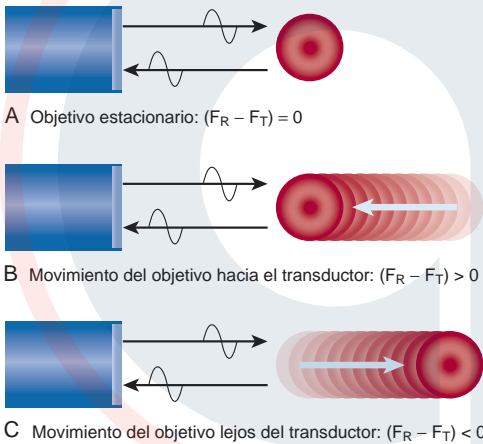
Efecto Doppler. A) Objetivo estacionario. Si la interfaz reflectante es estacionaria, el ultrasonido retrodispersado tiene la misma frecuencia o longitud de onda que el sonido transmitido, y no hay diferencia en la frecuencia transmitida (F_T) y la frecuencia reflejada (F_R). B y C) Objetivos en movimiento. Si la interfaz reflectante se mueve respecto al haz de sonido emitido desde el transductor, hay un cambio en la frecuencia del sonido retrodispersado por el objeto en movimiento. Cuando la interfaz se mueve hacia el transductor (B), la diferencia en las frecuencias reflejada y transmitida es mayor que cero. Cuando el objetivo se mueve lejos del transductor (C), esta diferencia es menor a cero. La ecuación Doppler se usa para relacionar este cambio en la frecuencia con la velocidad del objeto en movimiento.
